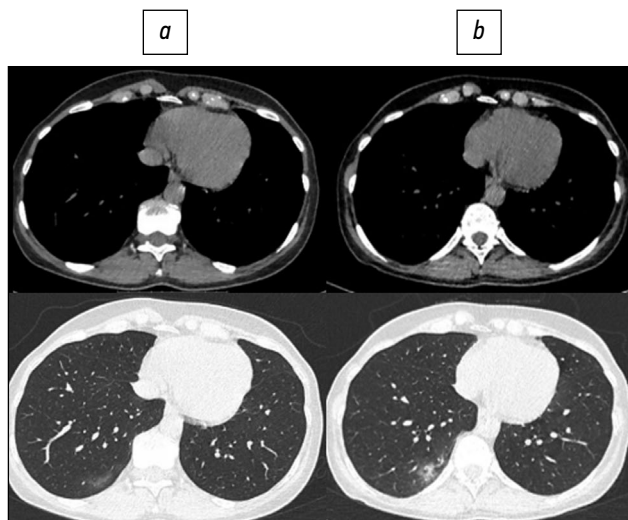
Пациент, 56 лет: стандартная компьютерная томография при поступлении выполнена с лучевой нагрузкой 1,6 мЗв (a), низкодозная компьютерная томография — 0,87 мЗв (b).
